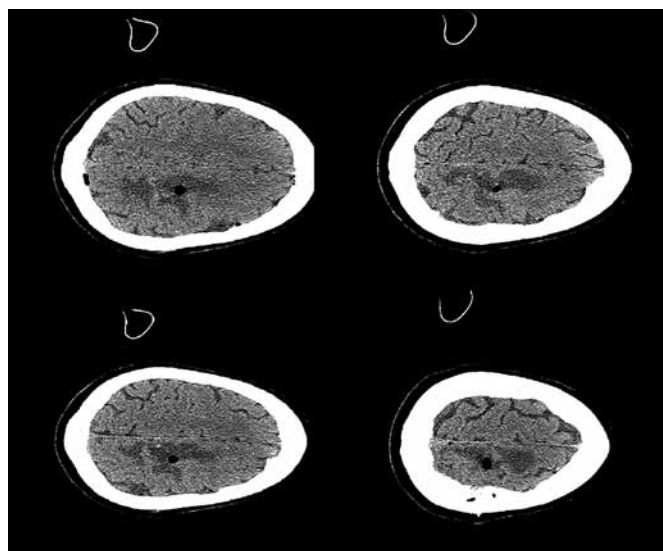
КТ-граммы пациентки после операции.
